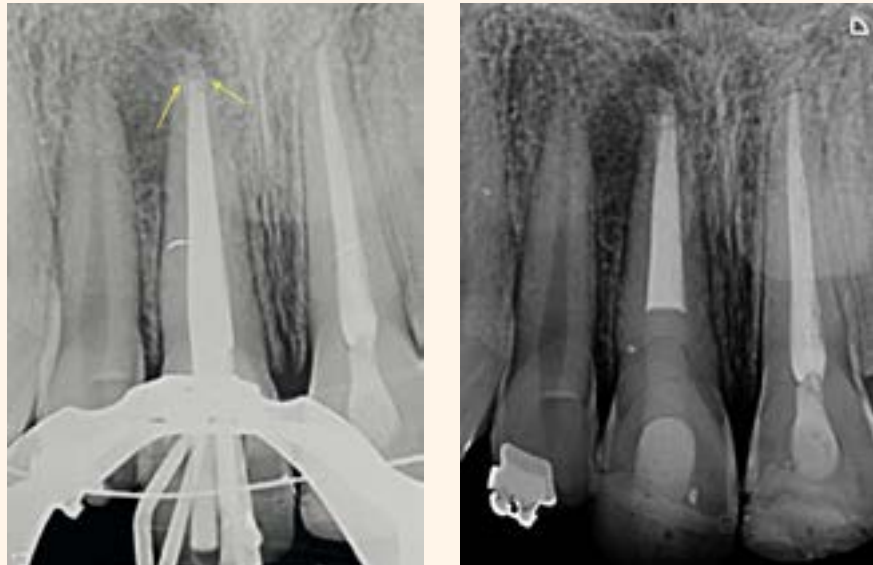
a y b. Radiografías durante la obturación. 3A. Observe la posición de la barrera apical apuntada por las flechas. 3B. Obturación final y restauración.
